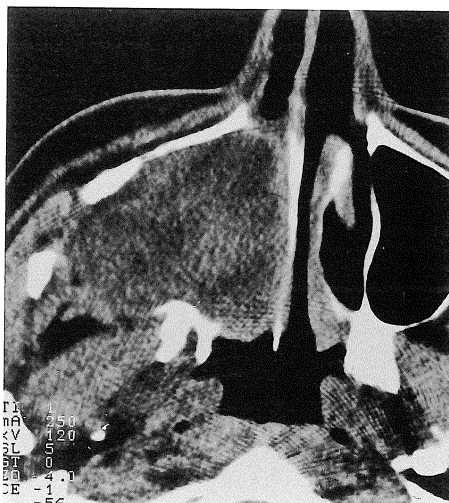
Case 1. Transverse CT images. A soft-tissue density mass stays centered in right maxillary antrum. Remodeling of medial and posterior walls of antrum is noted. The lesion directly extends into right nasal meatus medially and buccal space posterolaterally. Internal architecture of the lesion is non-homogeneous.
